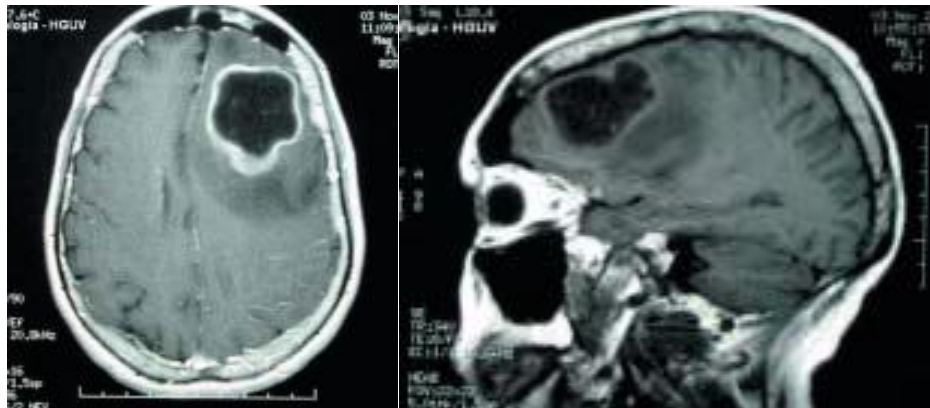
TAC cerebral corte coronal y sagital: absceso cerebral.⁴⁷
